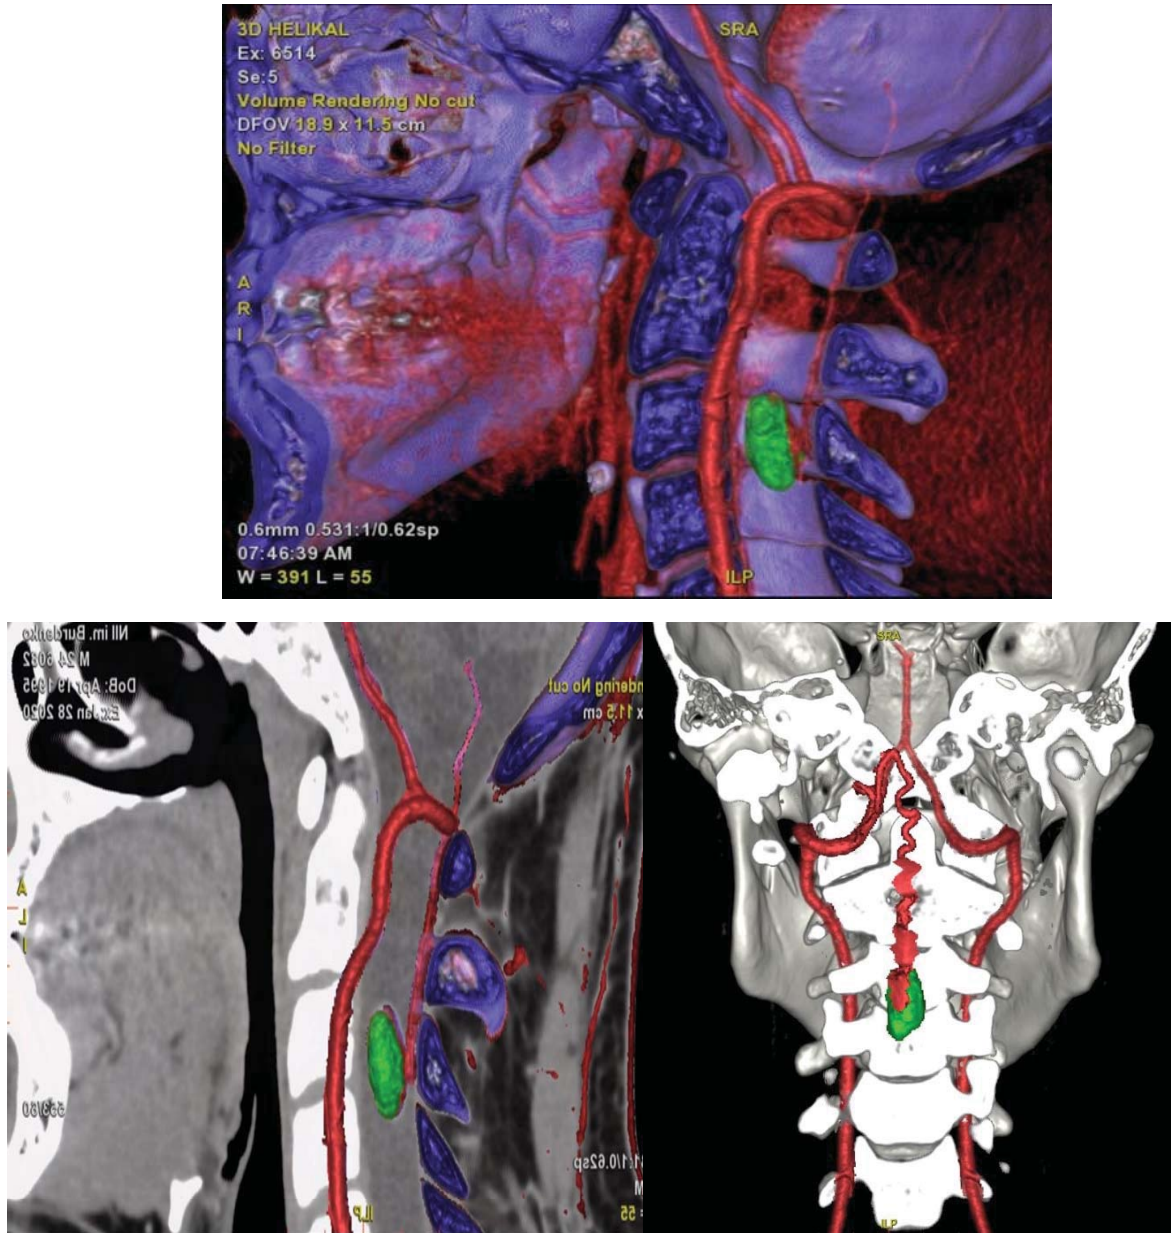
Реконструкция солидного компонента и сосудистой анатомии интрамедуллярной гемангиобластомы на уровне позвонков С3–С4 после проведения СКТ-ангиографии.
